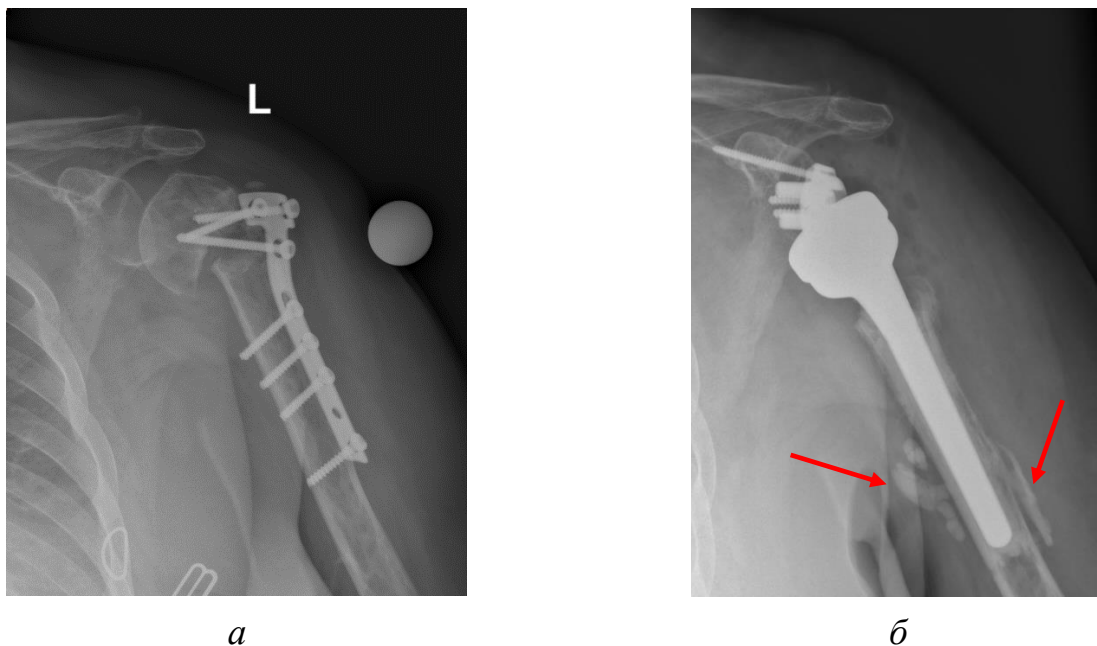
Рентгенограммы плечевого сустава пациентки Ж.М.А., 56 лет:
